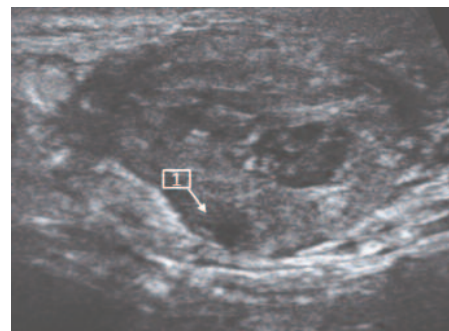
УЗИ абсцесса семенного канатика и семявыносящего протока. В капсуле абсцесса семенного канатика визуализируется семявыносящий проток (1). Стенка семявыносящего протока утолщена, инфильтрирована (в виде утраты структурности и наружных контуров). УЗ картина деферентита
